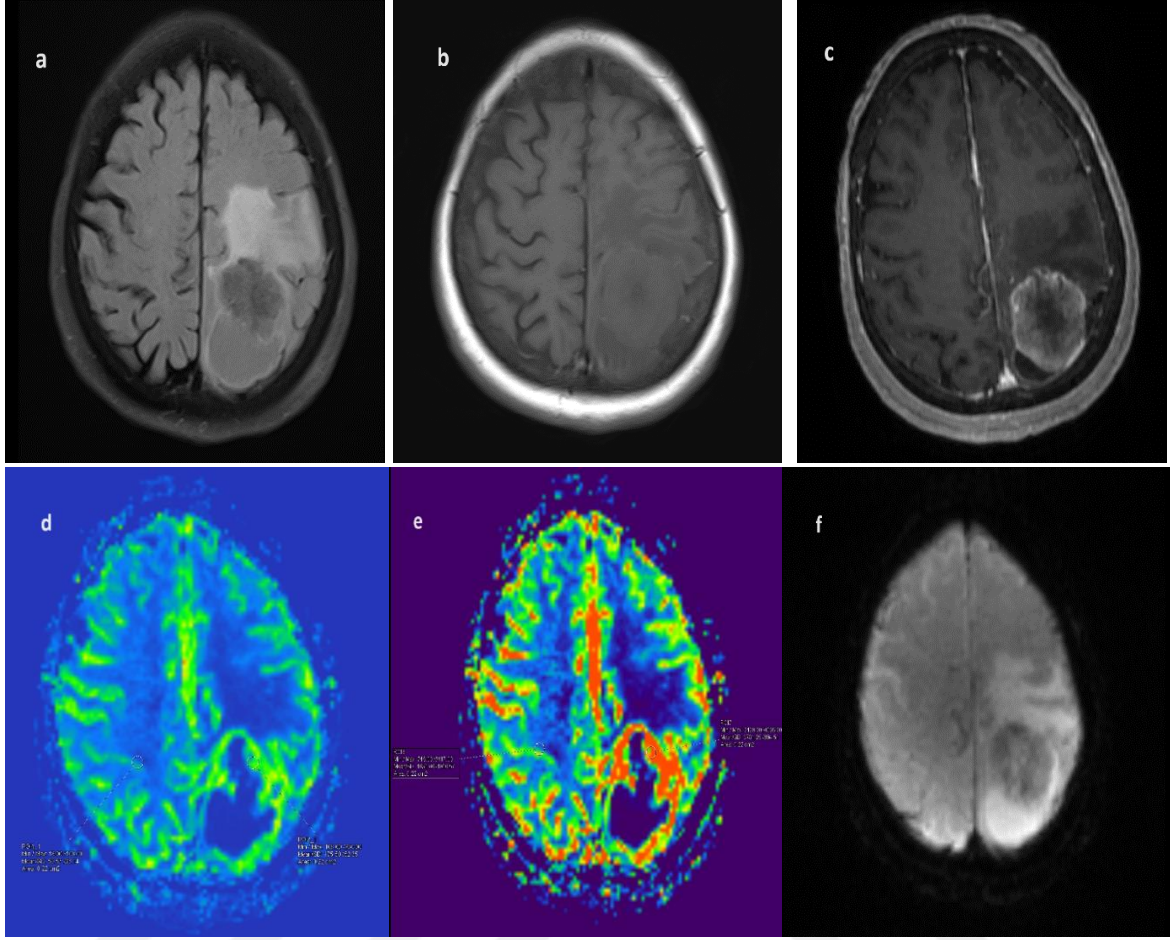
63 yaşında kadın hasta, meme kanseri tanısı aldıktan 20 ay sonra beyin metastazı teşhisi kondu. Moleküler alt tipi Lüminal-A şeklinde raporlandı. Sol frontalde metastazı mevcut olup bu seviyeye ve simetriğine yaklaşık olarak 0.18 cm² lik ROI'ler kondu. rCBF oranı 1.9 , rCBV oranı ise 2.2 olarak ölçüldü. Metastazın a) FLAIR b) pre-kontrast T1 c) post-kontrast T1 d-e) CBF ve CBV haritaları f) PBP görüntüleri
